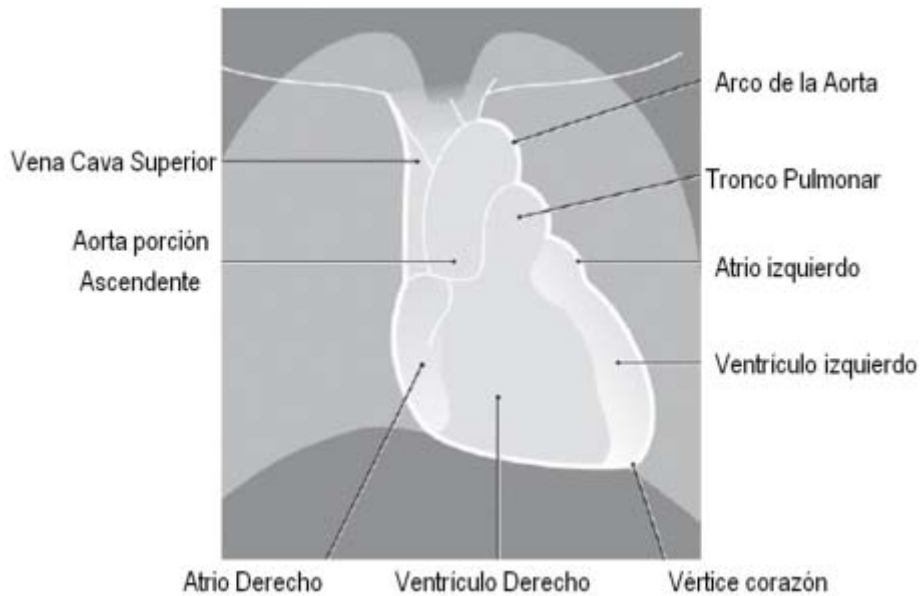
Componentes de la silueta cardíaca en la radiografía PA.
